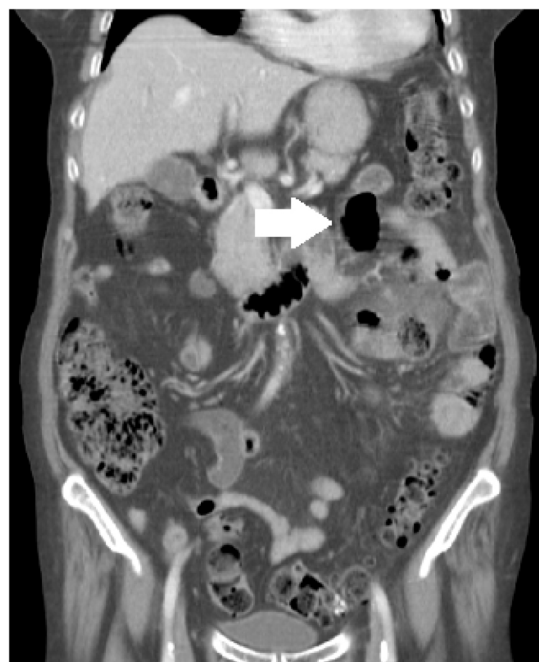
Al examen físico presenta dolor a la palpación, con defensa y descompresión positiva; analíticamente: leucocitosis y neutrofilia, la tomografía computada abdominal informa de divertículos yeyunales, cambios inflamatorios en el mesenterio y neumoperitoneo.
